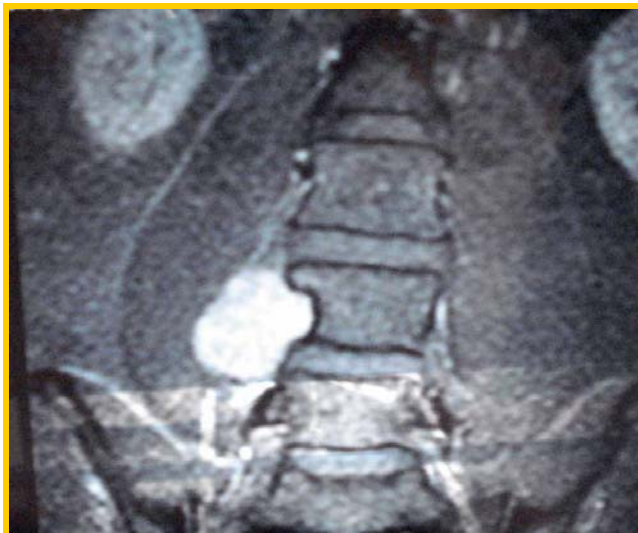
RM, em T1, coluna lombar, corte coronal, evidenciando lesão tumoral a direita de L4 e L5. Observar íntima relação tumoral com o MPSM
